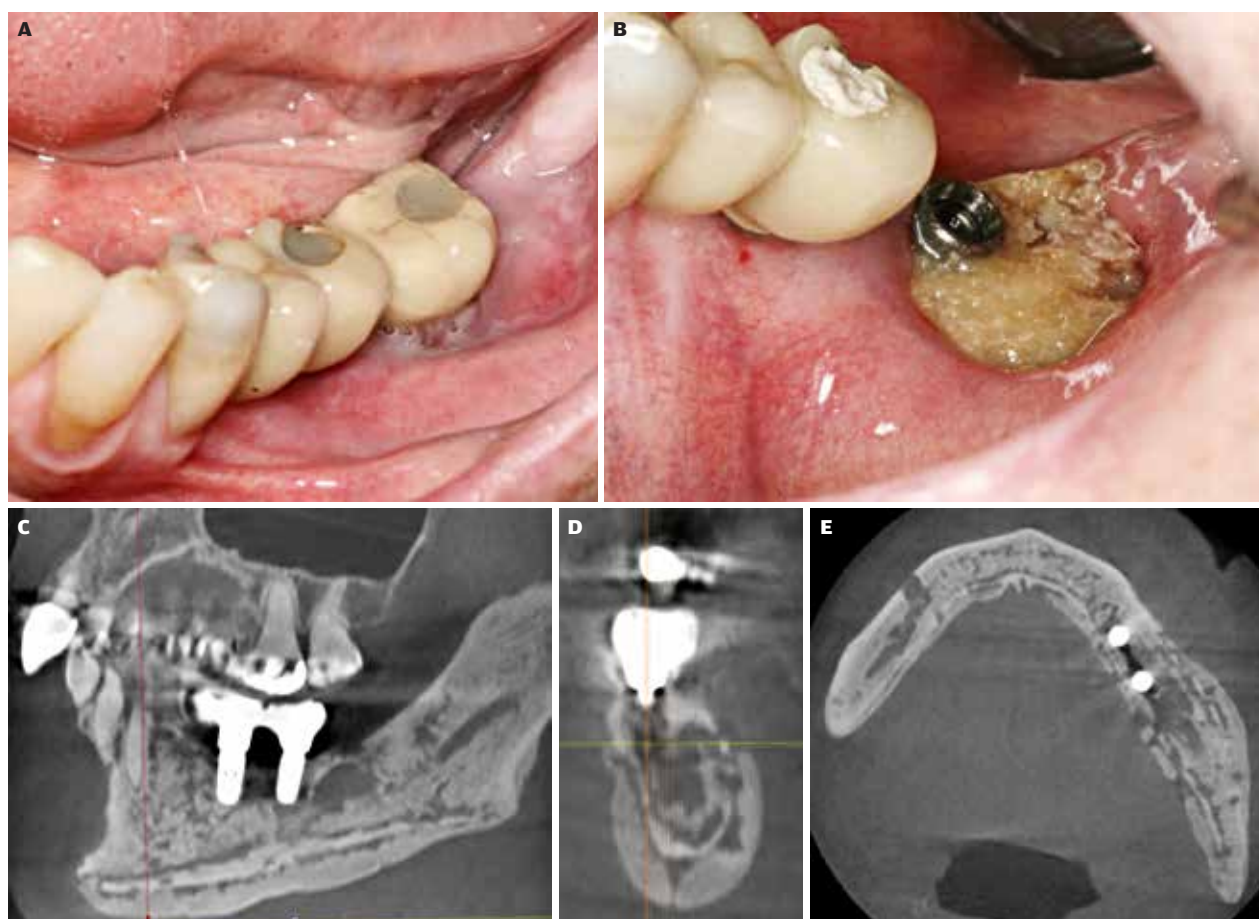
Patient med myelomatose, som er behandlet med bisfosfonat (Zometa®) 24 gange i løbet af to år. Syv måneder efter den sidste infusion udvikler patienten smerter omkring de osseointegrerede implantater i molarregionen. Begge implantater blev indsat, flere år før bisfosfonatbehandlingen blev påbegyndt. A. Før fjernelse af implantatkronen regio -7. B. Efter fjernelse af implantatkronen regio -7 ses eksponeret nekrotisk knogle. C-E. CBCT-optagelser viser sklerotiske og osteolytiske områder, der breder sig i en stor del af mandiblen og inddrager både korpus og ramus. Implantaterne mistede knogleforankringen (aksialt, koronalt og sagittalt aspekt).
